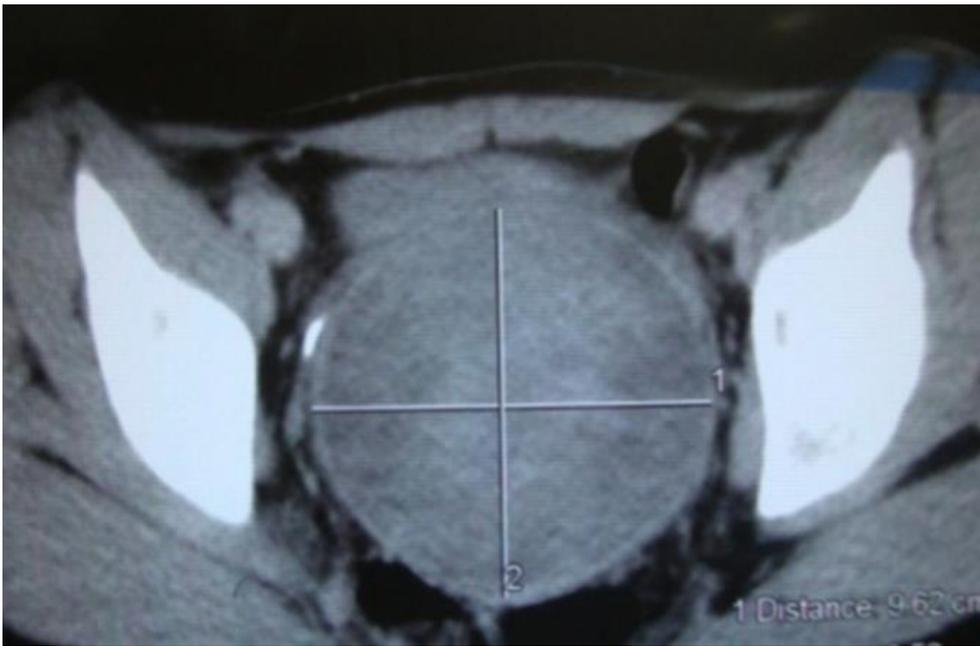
coupe de TDM abdomino-pelvienne montrant une masse corporeo-isthmique hétérodense de 97 / 87 mm, sans adénopathies ni épanchements
